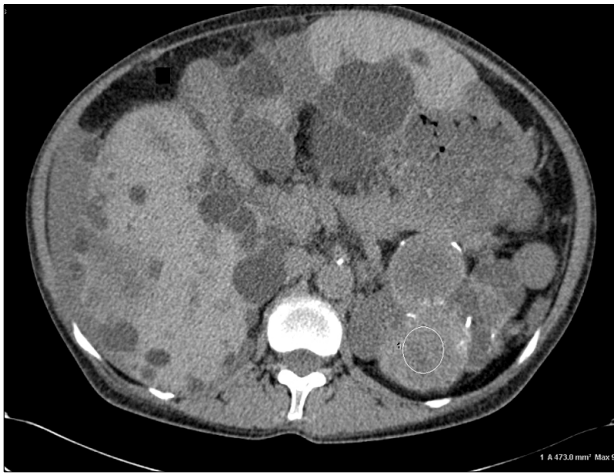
Unenhanced CT scan at the mid portion of the kidney demonstrates high-density cysts against a background of many fluid-density cysts, which caused marked enlargement of the kidney.
